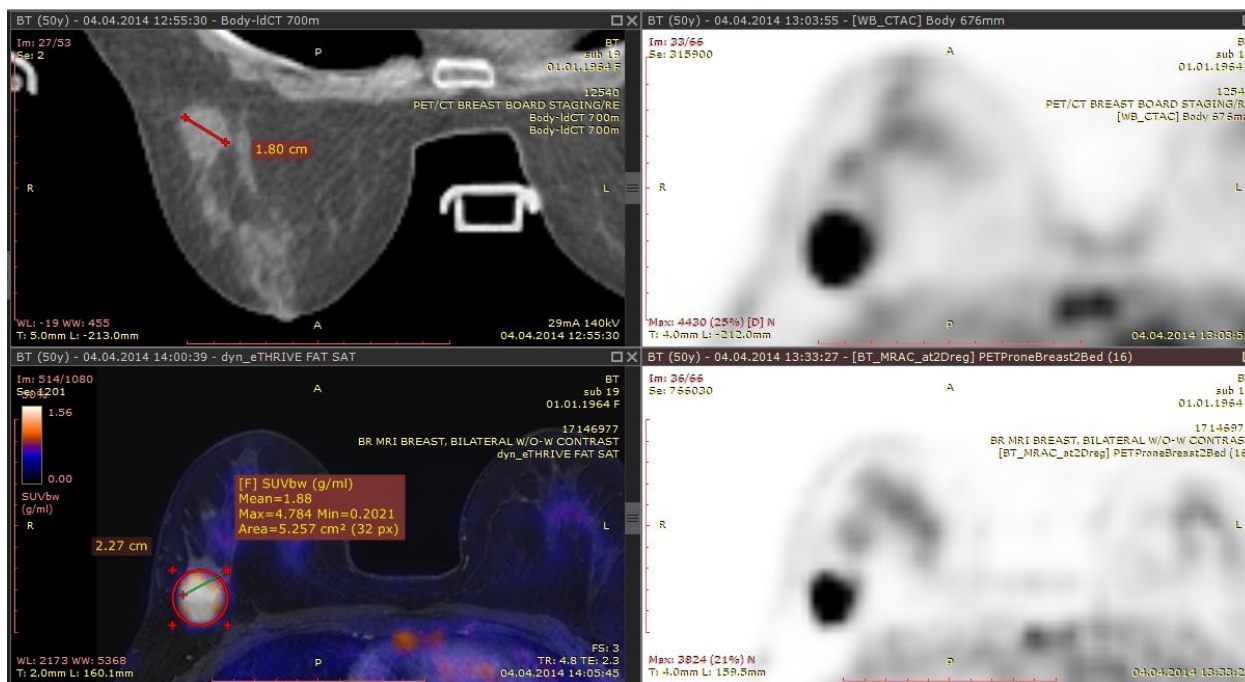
Примеры выполнения измерений на изображениях 18F-ФДГ ПЭТ/КТ и ПЭТ/МРТ молочных желез.
